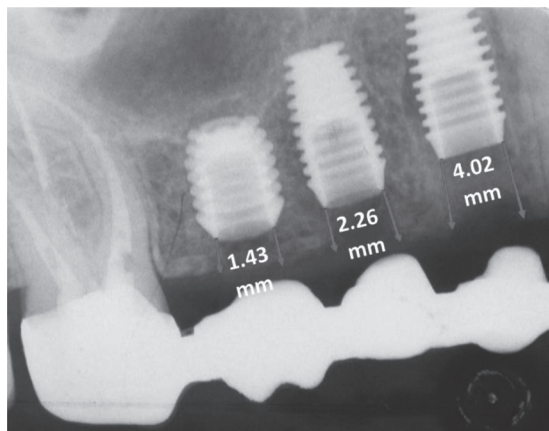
A radiographic evaluation of the degree of subcrestal positioning (t0) was conducted to identify two implant groups: Group 1 was composed of implants placed less than 2 mm under the crestal bone; Group 2 was composed of implants placed 2 mm or more under the crest.
